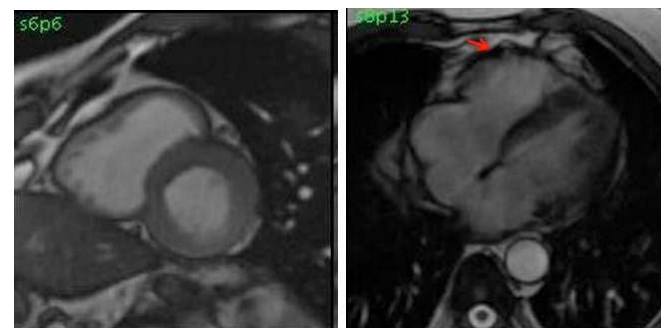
Resonancia cardiaca. VD dilatado. Saculaciones aneurismáticas pared libre del ventrículo derecho (flecha)
